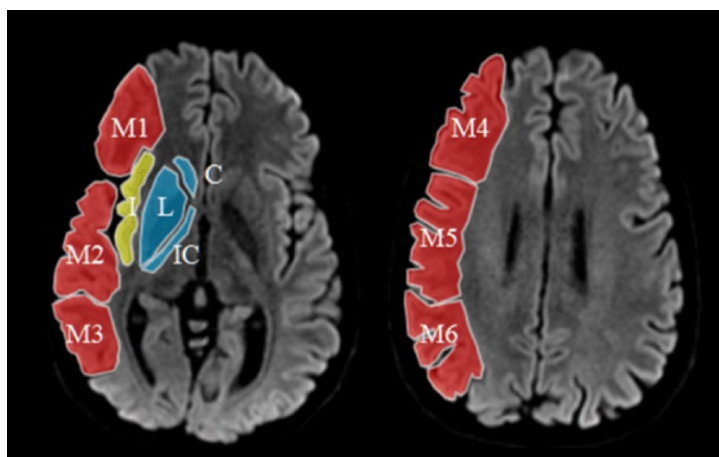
suddivisione nelle 10 regioni del territorio dell'ACM, valutati con lo score ASPECT
